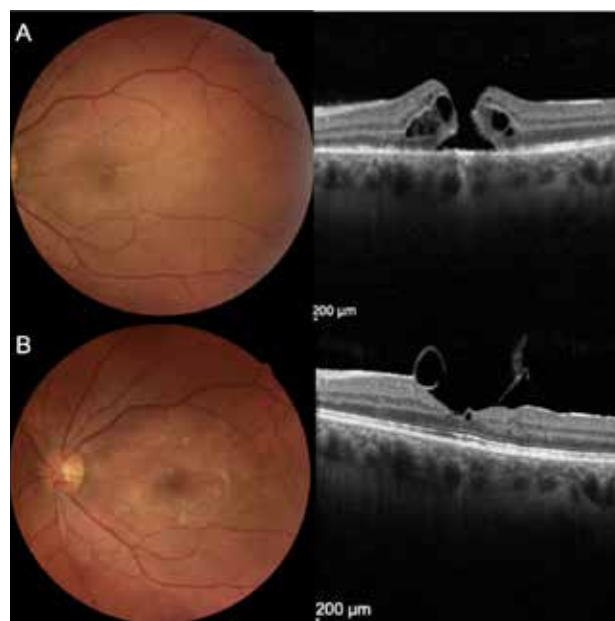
Paciente de 32 anos que se apresentou com perda visual indolor após trauma induzido por arma de *paintball*. AV inicial 20/400. A avaliação inicial evidenciava edema de Berlin, hemovítreo e hemorragia sub-retiniana inferior (não visíveis na imagem), bem como o desenvolvimento de Buraco Macular traumático (Retinografia e Tomografia de Coerência Óptica - A). Foi submetido a vitrectomia via *pars plana*, com encerramento de BM traumático e AV final de 20/25 (B).
